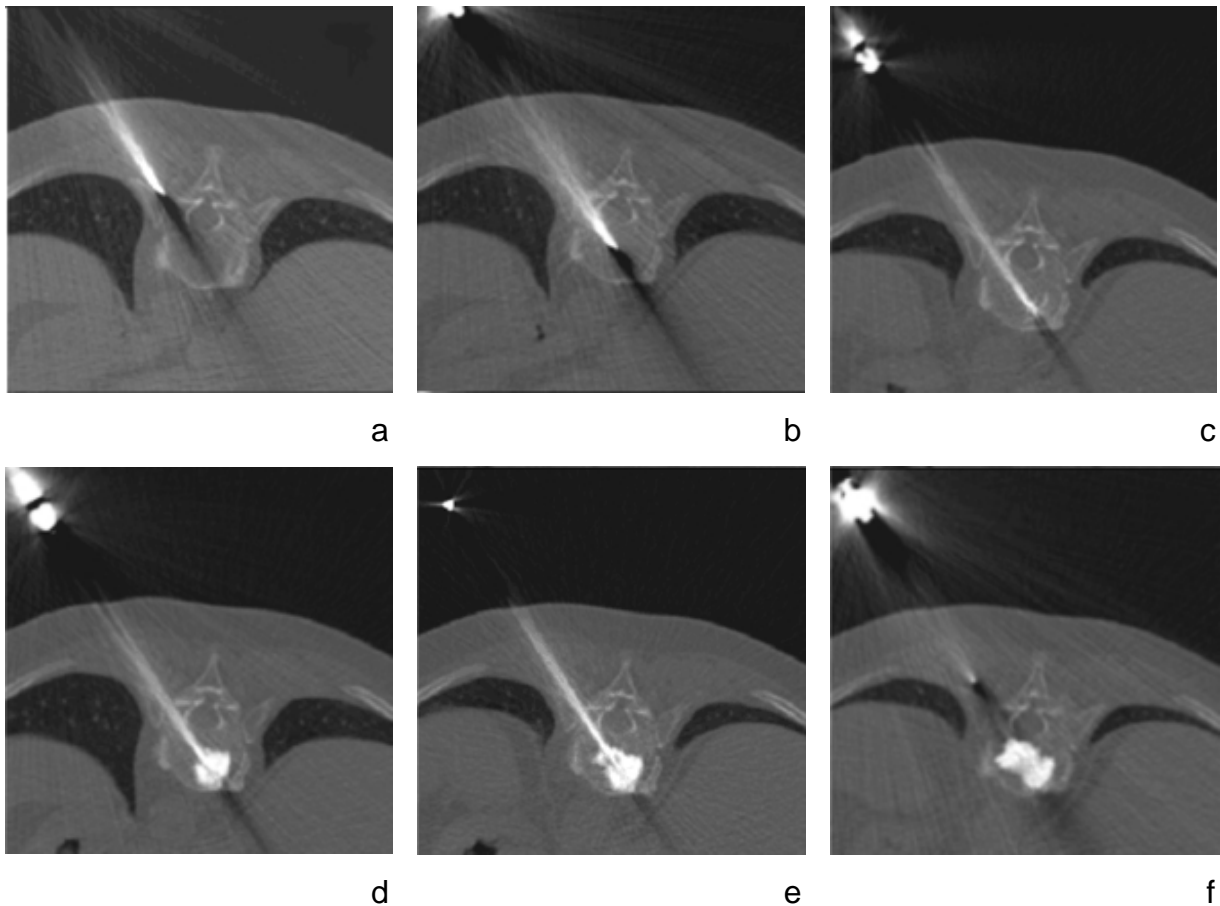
a-f: Einzelne Schritte der Vertebroplastie. Positionierung der Injektionsnadel unter CT-Fluoroskopie und Injektion des Knochenzements über einen unipedikulären Zugang (Bilder: Institut für klinische Radiologie der Ludwig-Maximilians-Universität München)
